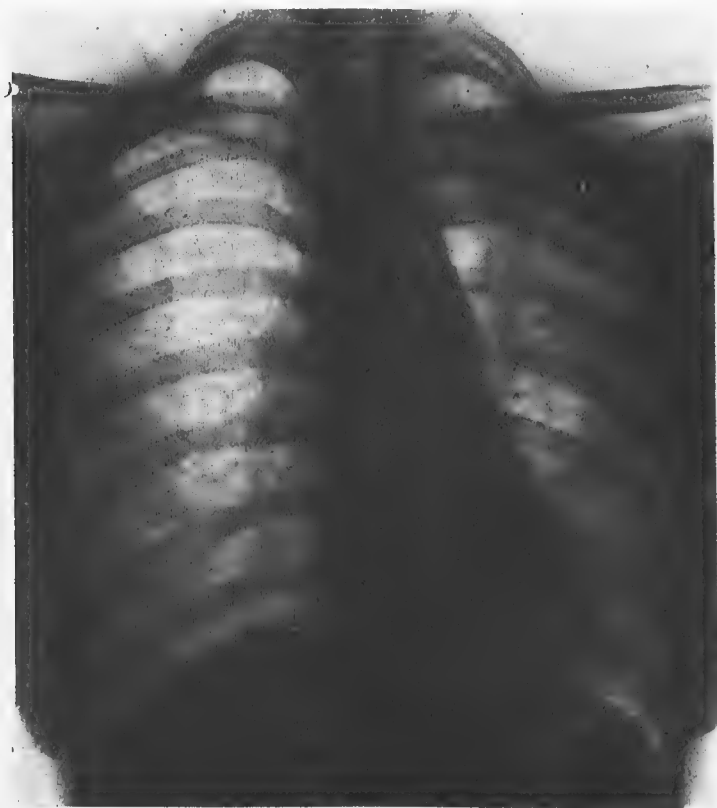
Radiographies successives de la malade montrant le collapsus du poumon et l'adhérence apicales.
